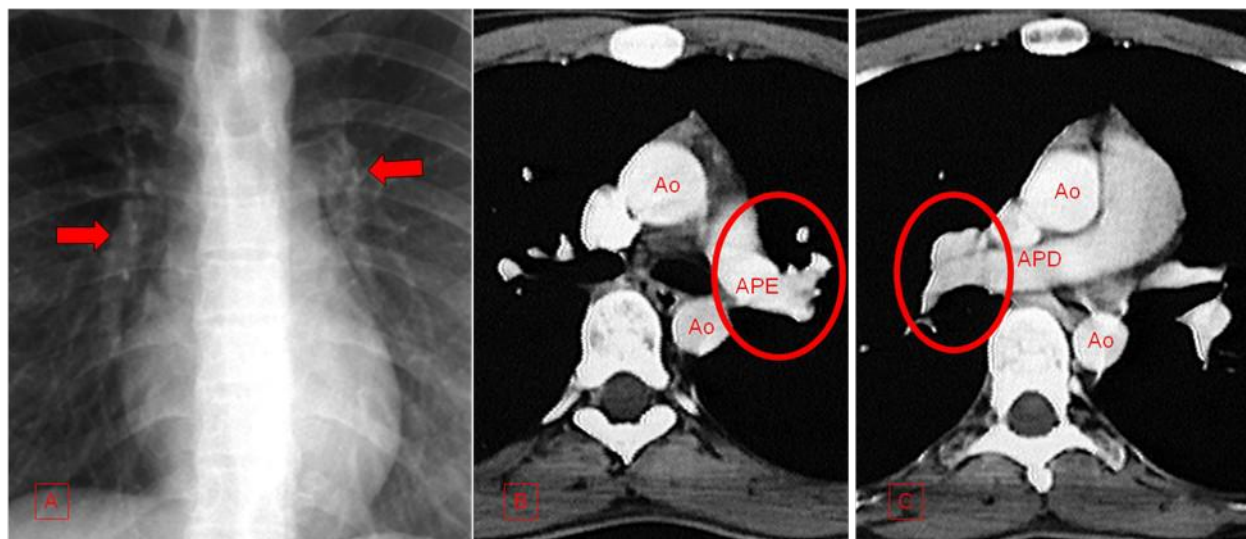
Nas radiografias do tórax (fig. 10A) o hilos pulmonar esquerdo têm posição superior em relação ao esquerdo. No corte de TC (fig. 10B) pode-se observar que a artéria pulmonar esquerda projeta-se para o hilo deste lado logo após sua origem. Na fig. 10C nota-se que a artéria pulmonar direita cruza o mediastino e ramifica-se ao atingir o hilo pulmonar. Ao = aorta; APD = artéria pulmonar direita; APE = artéria pulmonar esquerda.
